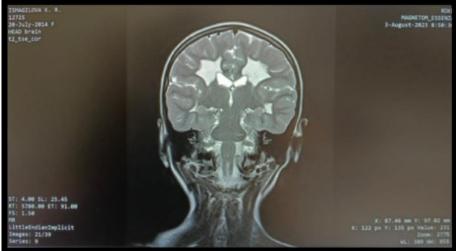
Пациентка К. 9 лет, МРТ режим Т2.
